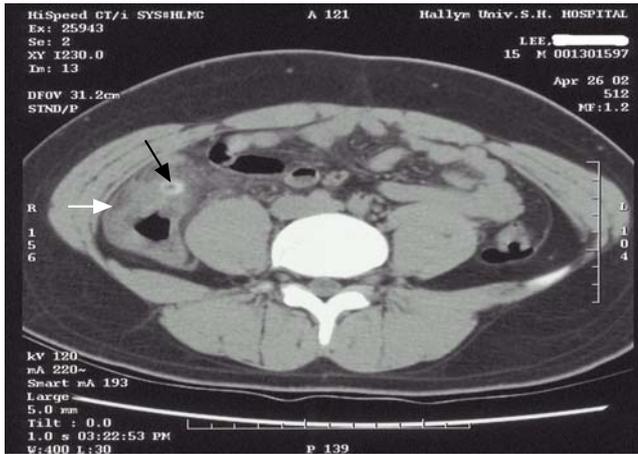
On abdominal computed tomography, wall thickening of ascending colon(white arrow) and marked omental hypertrophy with internal high attenuated lesion(black arrow), which is suggested as calcified fecalith in the anterior portion of the proximal ascending colon.
